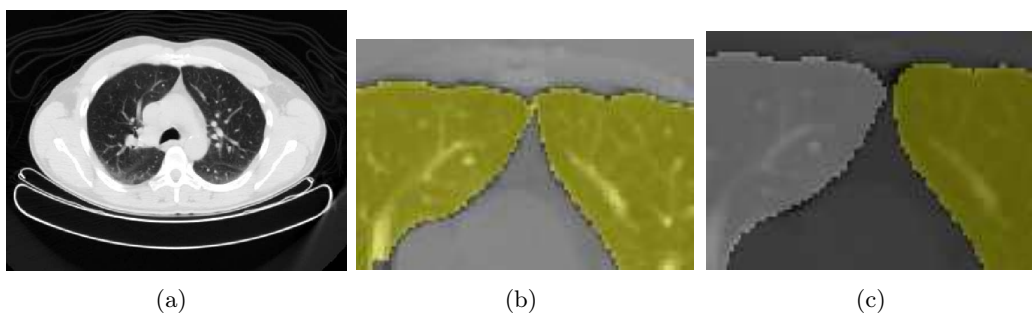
(a) Séparation très étroite entre les poumons dans l'image TDM. (b) Zoom sur le résultat de la segmentation : les poumons sont « reliés ». (c) Résultat du post-traitement.
